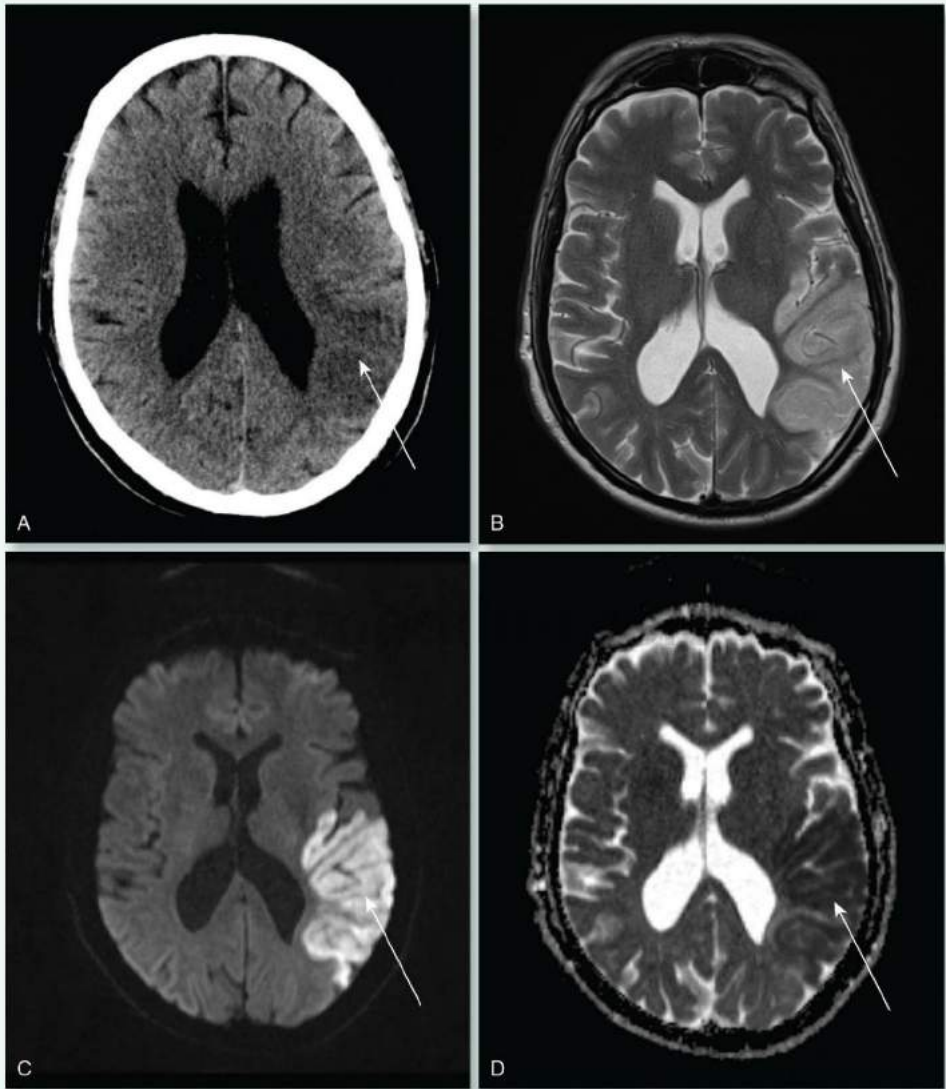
Diferentes pruebas de imagen empleadas en la evaluación de un ictus (*flechas*). A. TC. B. TC potenciada en T2. C. Imagen potenciada en difusión (DWI). D. Imagen del coeficiente de difusión aparente (ADC).
